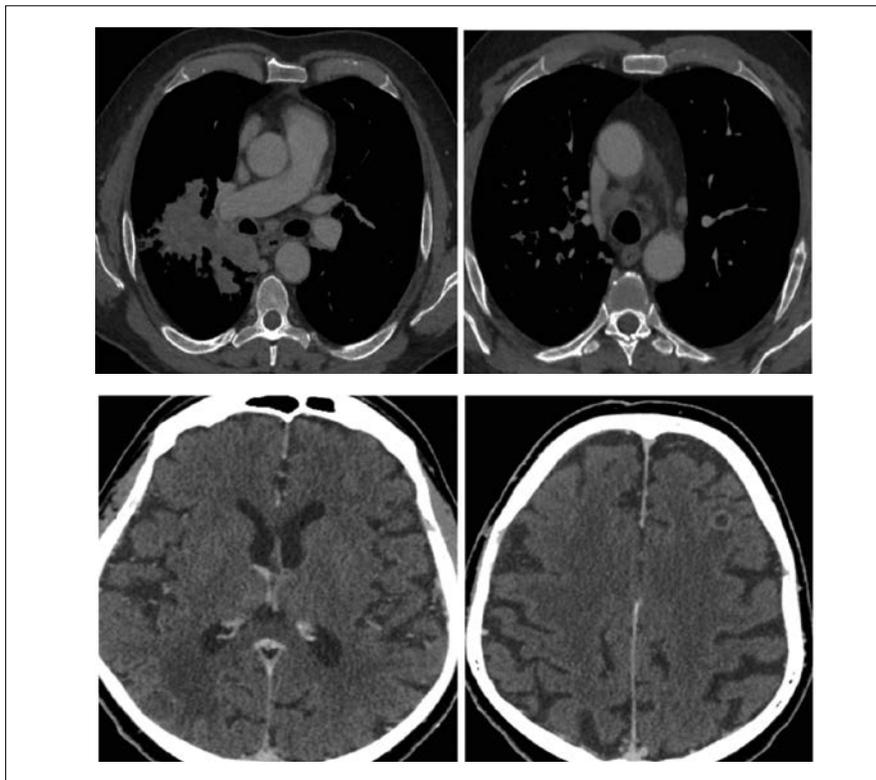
TC basale (pre-terapia).
